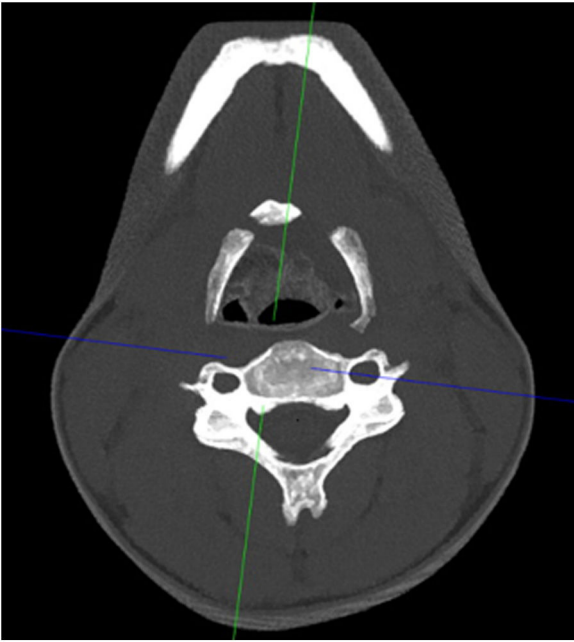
Visión de la fractura de hioides en la tomografía computarizada.
